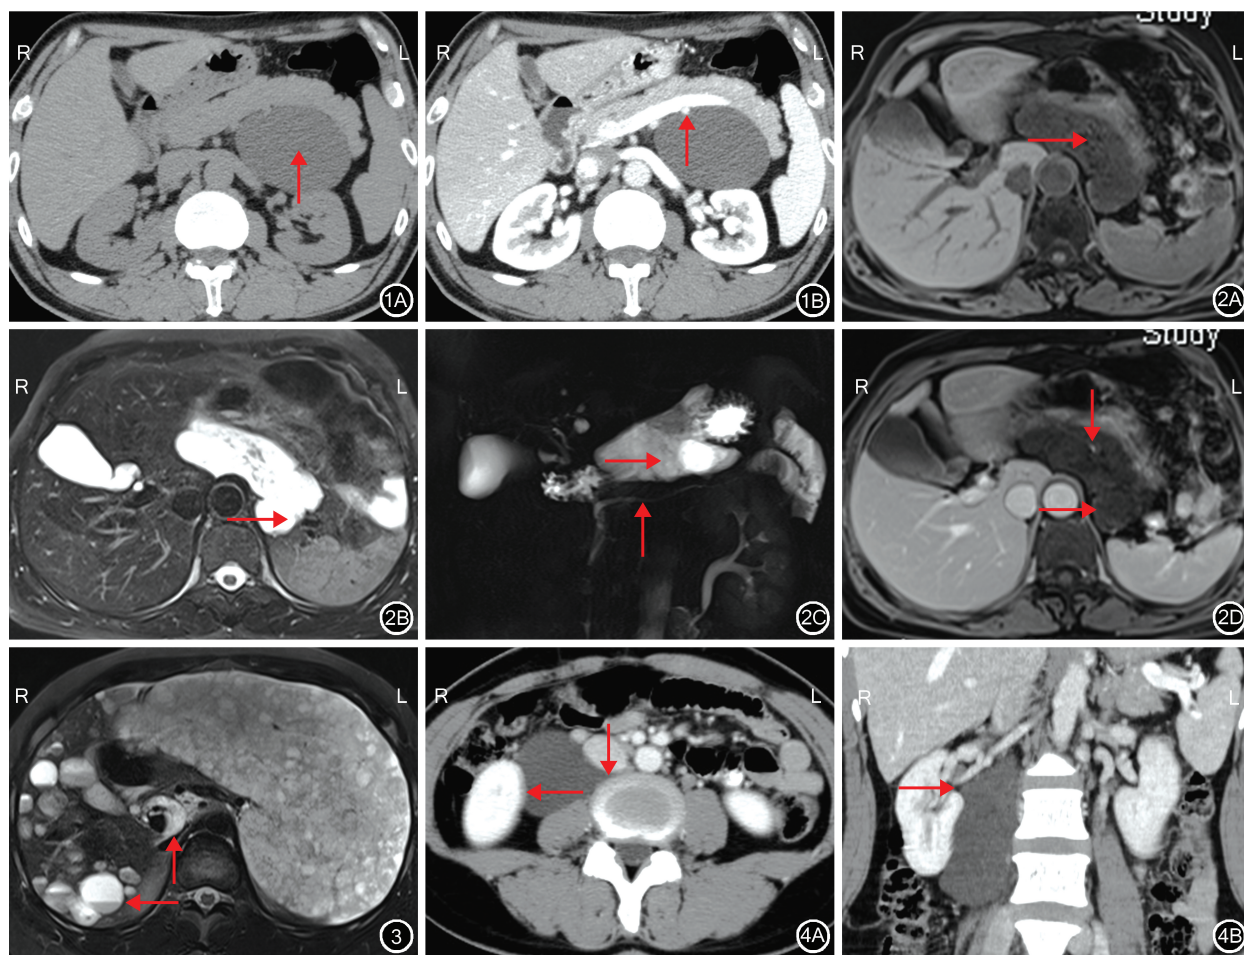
单房型淋巴管瘤 CT 检查结果 1A: CT 平扫检查示腹膜后间隙类圆形液性密度影 (↑), 边界清晰; 1B: CT 增强扫描检查示病变未见强化, 病变前缘因脾动脉挤压, 呈“脐凹”样表现 (↑) 图 2 多房型淋巴管瘤 MRI 检查结果 2A: MRI 检查 T1 加权成像示左肝下后间隙囊袋状异常信号影, 内容物呈低信号, 可见少许极低信号 (脂肪抑制, →); 2B: MRI 检查 T2 加权成像示内容物呈高亮信号 (→), 囊壁及间隔菲薄; 2C: MRCP 检查示胰管 (↑) 上方囊袋状高亮信号 (→); 2D: MRI 增强扫描检查示病变内见血管穿行 (↓), 囊壁及间隔轻度强化 (→), 内容物未见强化 图 3 淋巴管瘤病 MRI 检查结果, T2 加权成像示门静脉和下腔静脉间管状高信号 (↑), 肝内病变见多发“液-液平面” (←), 脾肿大, 见弥漫结节状高亮信号 图 4 单房型淋巴管瘤 CT 检查结果 4A: CT 增强扫描检查示腹膜后间隙液性密度影, 呈“塑形”改变, 边界清晰, 见“钻缝”样 (↓)、弧形压迹 (←) 表现; 4B: CT 检查冠状面重建示腹膜后间隙液性密度影, 呈“塑形”改变, 见“钻缝”样 (→) 表现
